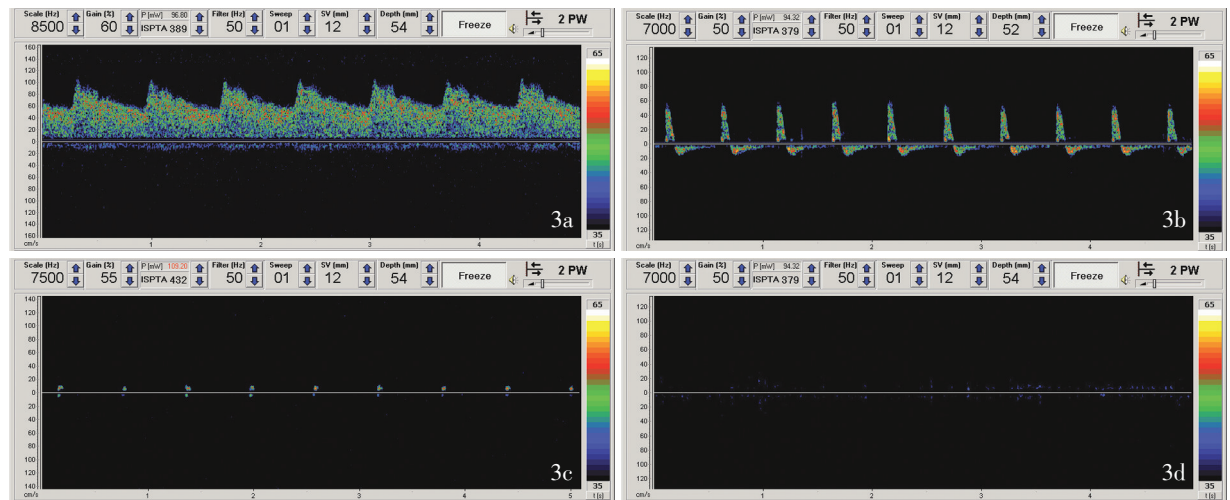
经颅多普勒超声 3a 血流信号正常 3b 振荡波,符合TCD脑死亡判定标准 3c 收缩早期尖小收缩波,符合TCD脑死亡判定标准 3d 血流信号消失,符合TCD脑死亡判定标准
